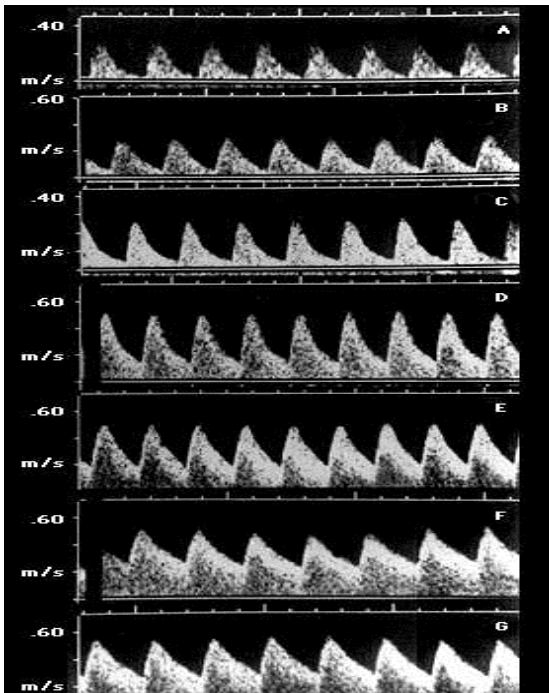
Modificarea aspectului Doppler artera ombilicala funcție de vârsta gestațională.
